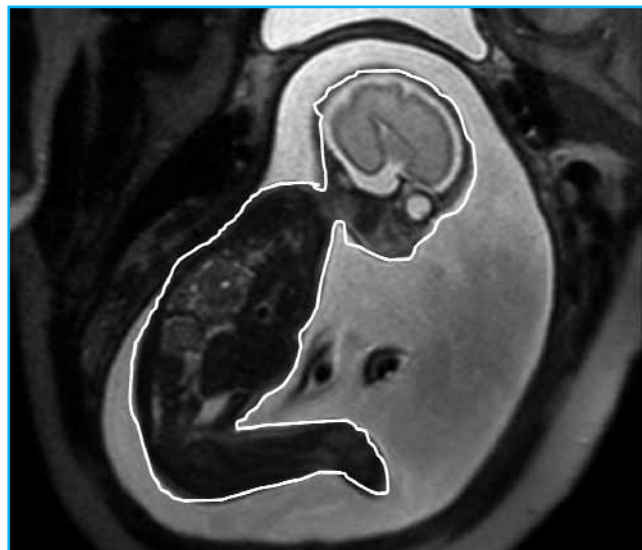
Exemple d'une coupe sagittale en IRM avec séquence pondérée T2 montrant chez un fœtus normal la délinéation du contour du corps qui servira par sommation de toutes les coupes au calcul du volume total du corps fœtal.
